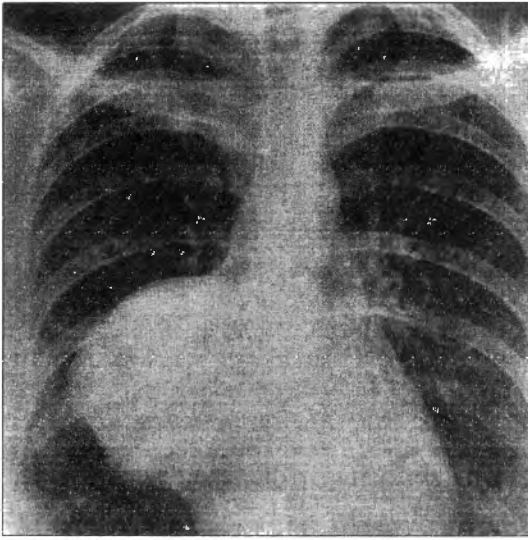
A:PA grafide mediasteninin sol sınırında invaziv timomaya ait kitle görülüyor. Ayrıca sol apekte küçük bir alanda plevra tutulumu izleniyor (okla işaretli).
